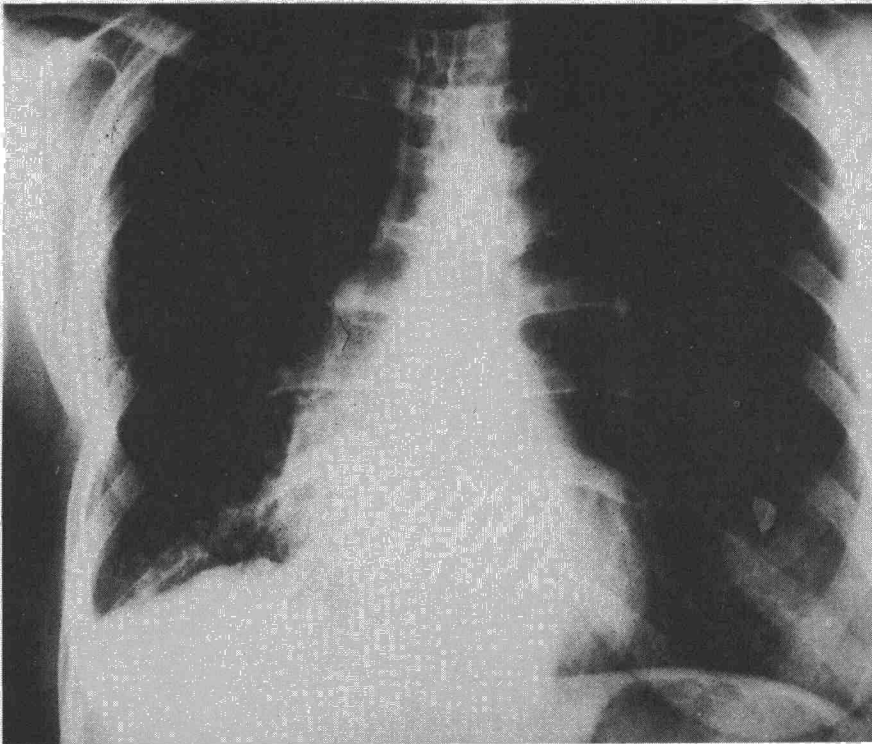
Radiografía después de la broncotomía.
